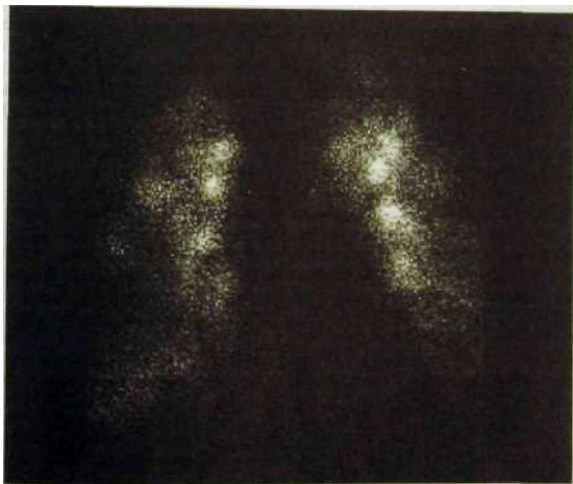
22. Ингаляционная сцинтиграмма легких при обструктивном бронхите. Задержка поступления РФП в участки гиповентиляции (сравните с рис. ШЛО)
